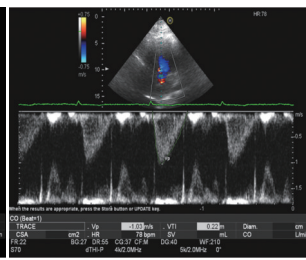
超声测量对照组妊娠早中期主动脉瓣收缩期流速积分
